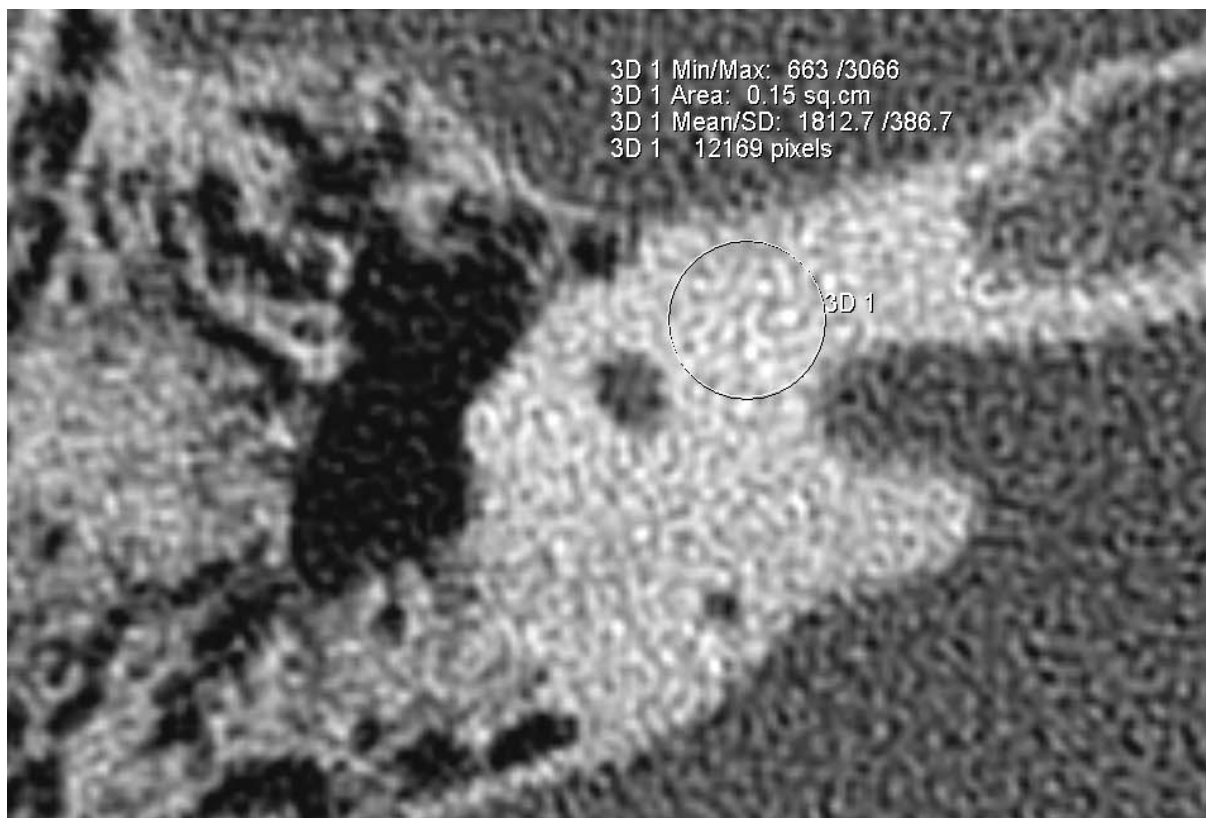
Messung der Knochendichte medial des oberen Bogengangs {3D 1} [CT_SAC_K_re] mit Tool ‚Circle‘
